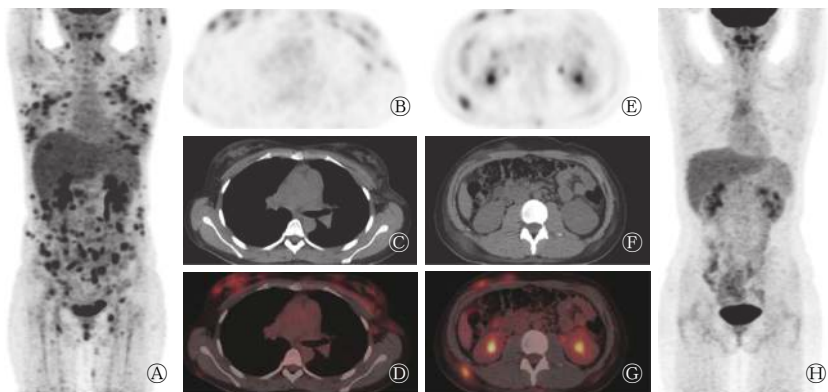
皮下脂膜炎样T细胞淋巴瘤患者(女性,19岁)的 $^{18}\text{F}$ -FDG PET/CT显像图 图中,A:MIP图示双侧上肢、胸部、腹部及双侧腹股沟区多发代谢增高病灶;B~D:双侧乳腺见絮状及片状稍高密度影,相应 $^{18}\text{F}$ -FDG摄取增高,左侧腋窝淋巴结增多,代谢增高;E~G:腰背部皮下脂肪组织稍高密度影,代谢增高;H:MIP图示经过化疗后,原病灶范围明显缩小或消失,代谢明显减低或消失,治疗后活性明显受抑或灭活。FDG:氟脱氧葡萄糖;PET/CT:正电子发射断层显像计算机断层摄影术;MIP:最大密度投影。
